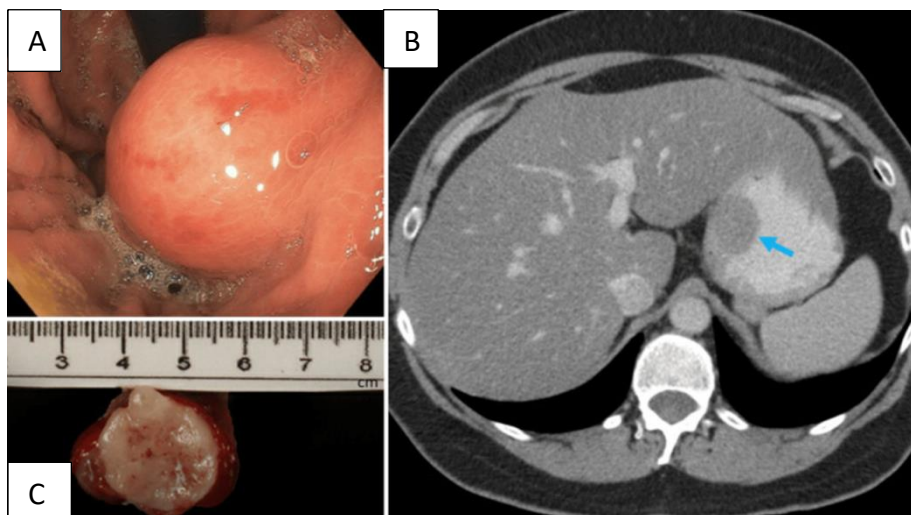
Massa na região do fundo gástrico/cárdia. (A) uma lesão submucosa foi revelada na EGD; (B) TC indicou massa intraluminal ovoide, seta azul: massa de aproximadamente 3,0 x 2,3 cm; (C) a aparência macroscópica do leiomiossarcoma gástrico.
